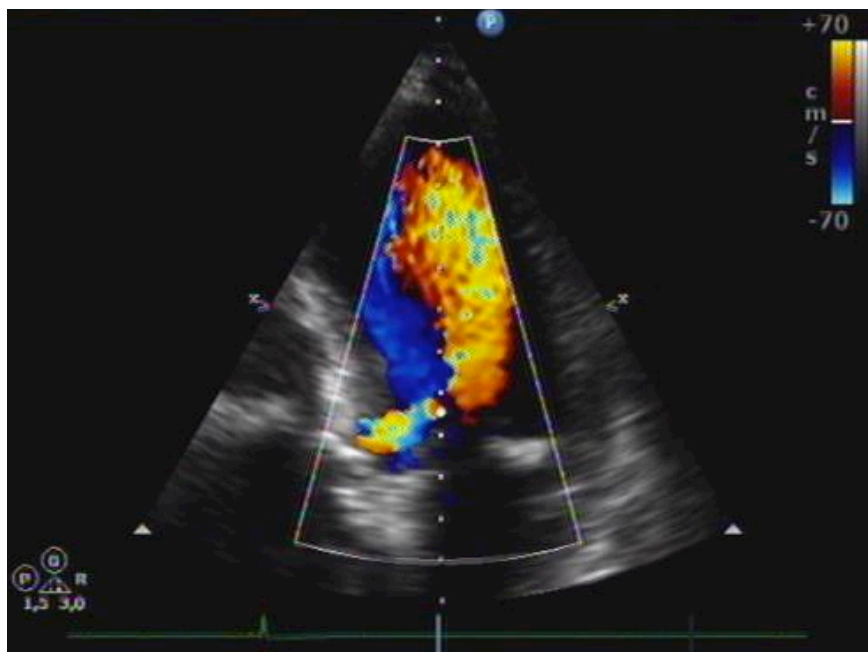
Beispiel einer hochgradigen Aortenklappeninsuffizienz, durch eine Doppler-Echokardiographie aufgenommen. Der große gelbe Bereich stellt den Rückfluss des Blutes durch die insuffiziente Klappe dar.
